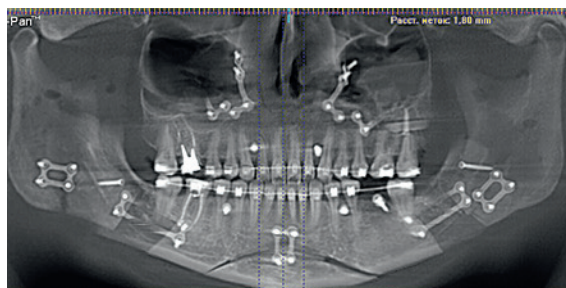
Ортопантомография пациентки после металлоостеосинтеза при сагиттальной остеотомии и «плохом» переломе
